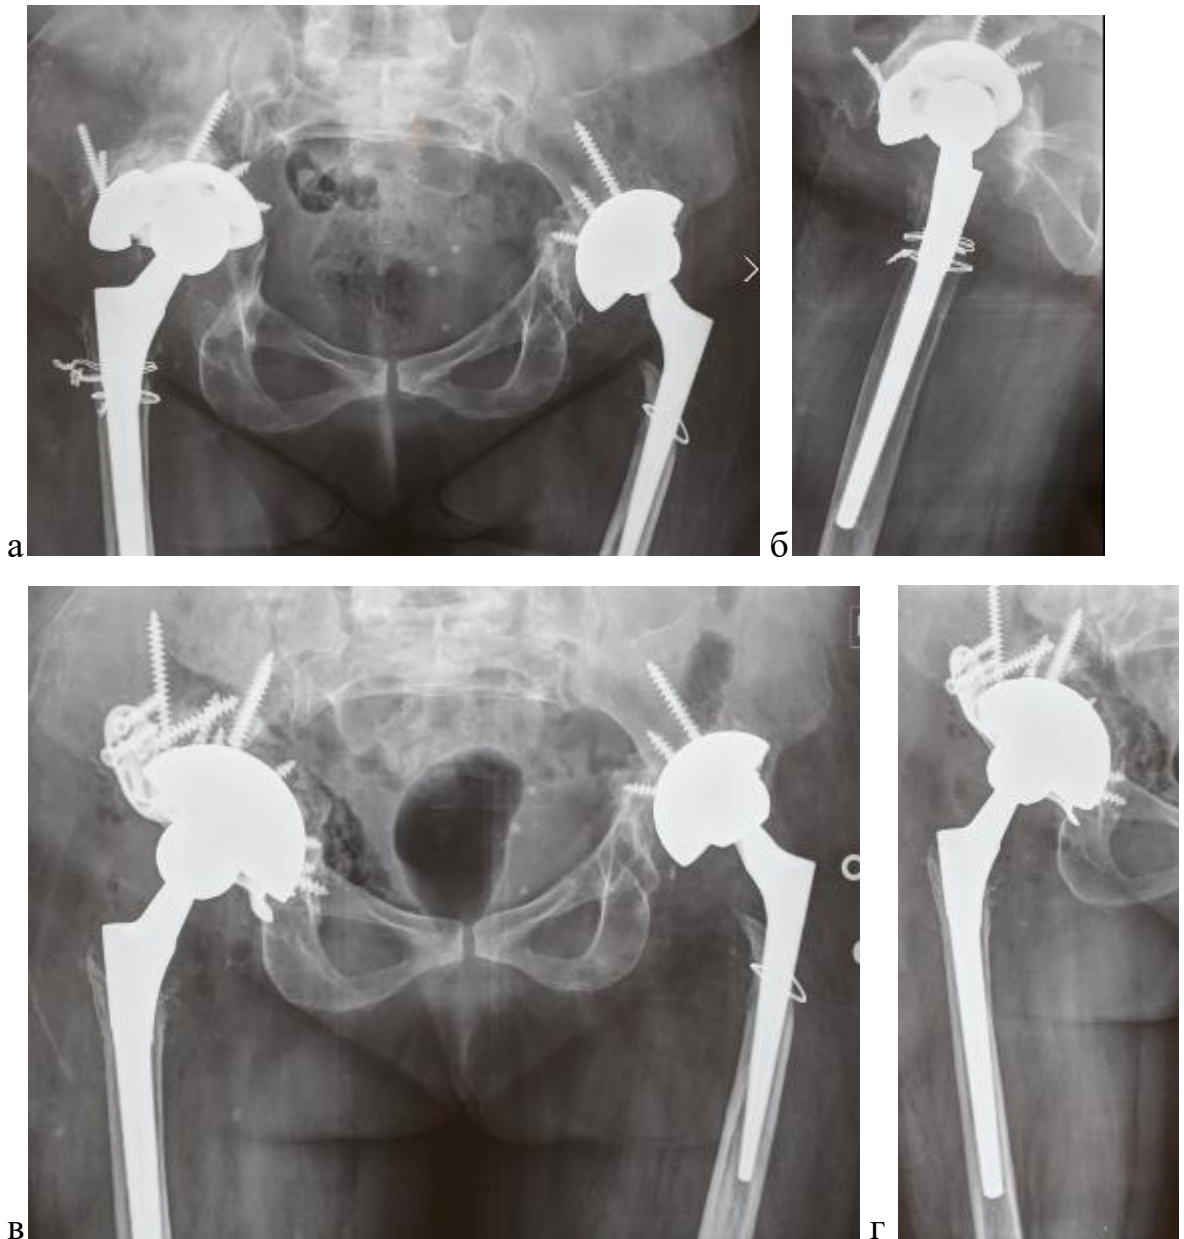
Рентгенограммы больной Д. а) до операции б) сразу после операции в) через 14 мес. после повторной ревизии
